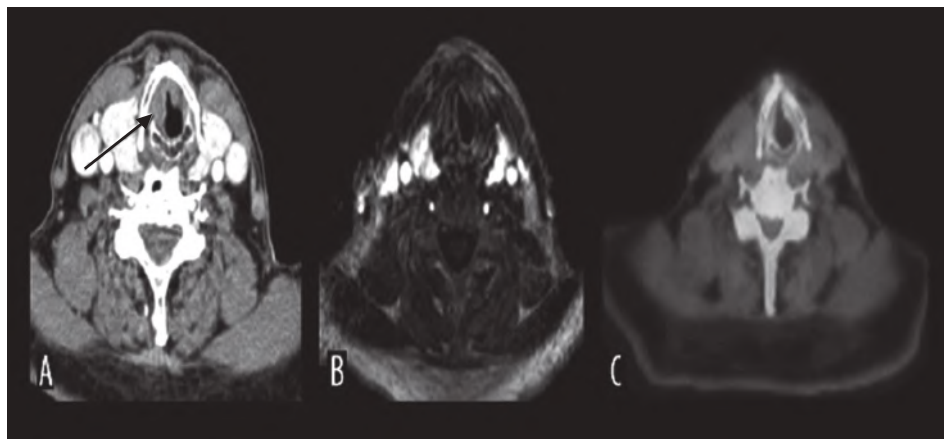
Исследование на рецидив-остаток. (А) Глотические и субглотные подозрительные массы были замечены (ложноположительно) с помощью СКТ. (В) Динамическая МРТ и (С) ПЭТ/КТ (см. цветную вкладку) отвергли рецидив (Pol. J. Radiol. 2015; 80: 428–432).
